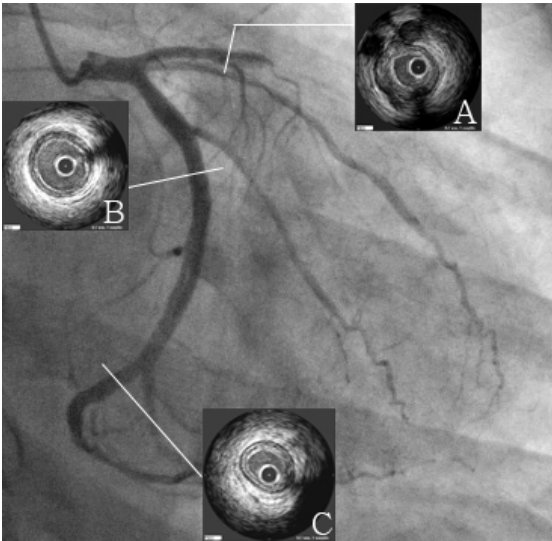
A coronary angiogram (CAG) from case 2. The diagnostic CAG shows total occlusion on the proximal left anterior descending coronary artery. Intravascular ultrasound (IVUS) shows diffuse atherosclerotic plaque in the proximal left descending coronary artery (A) and even in the angiographically normal proximal (B) and distal (C) left circumflex coronary arteries.
